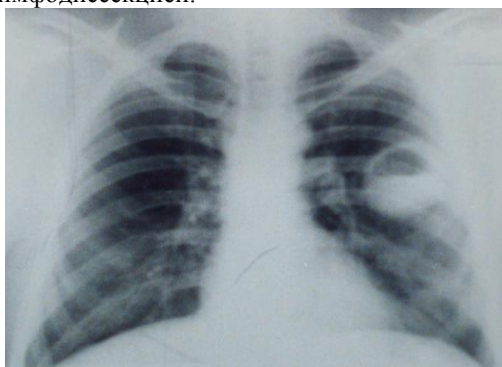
Обзорная рентгенограмма легких больного К. Определяется полость 8,0x7,0 см с горизонтальным уровнем жидкости в левом легком.
